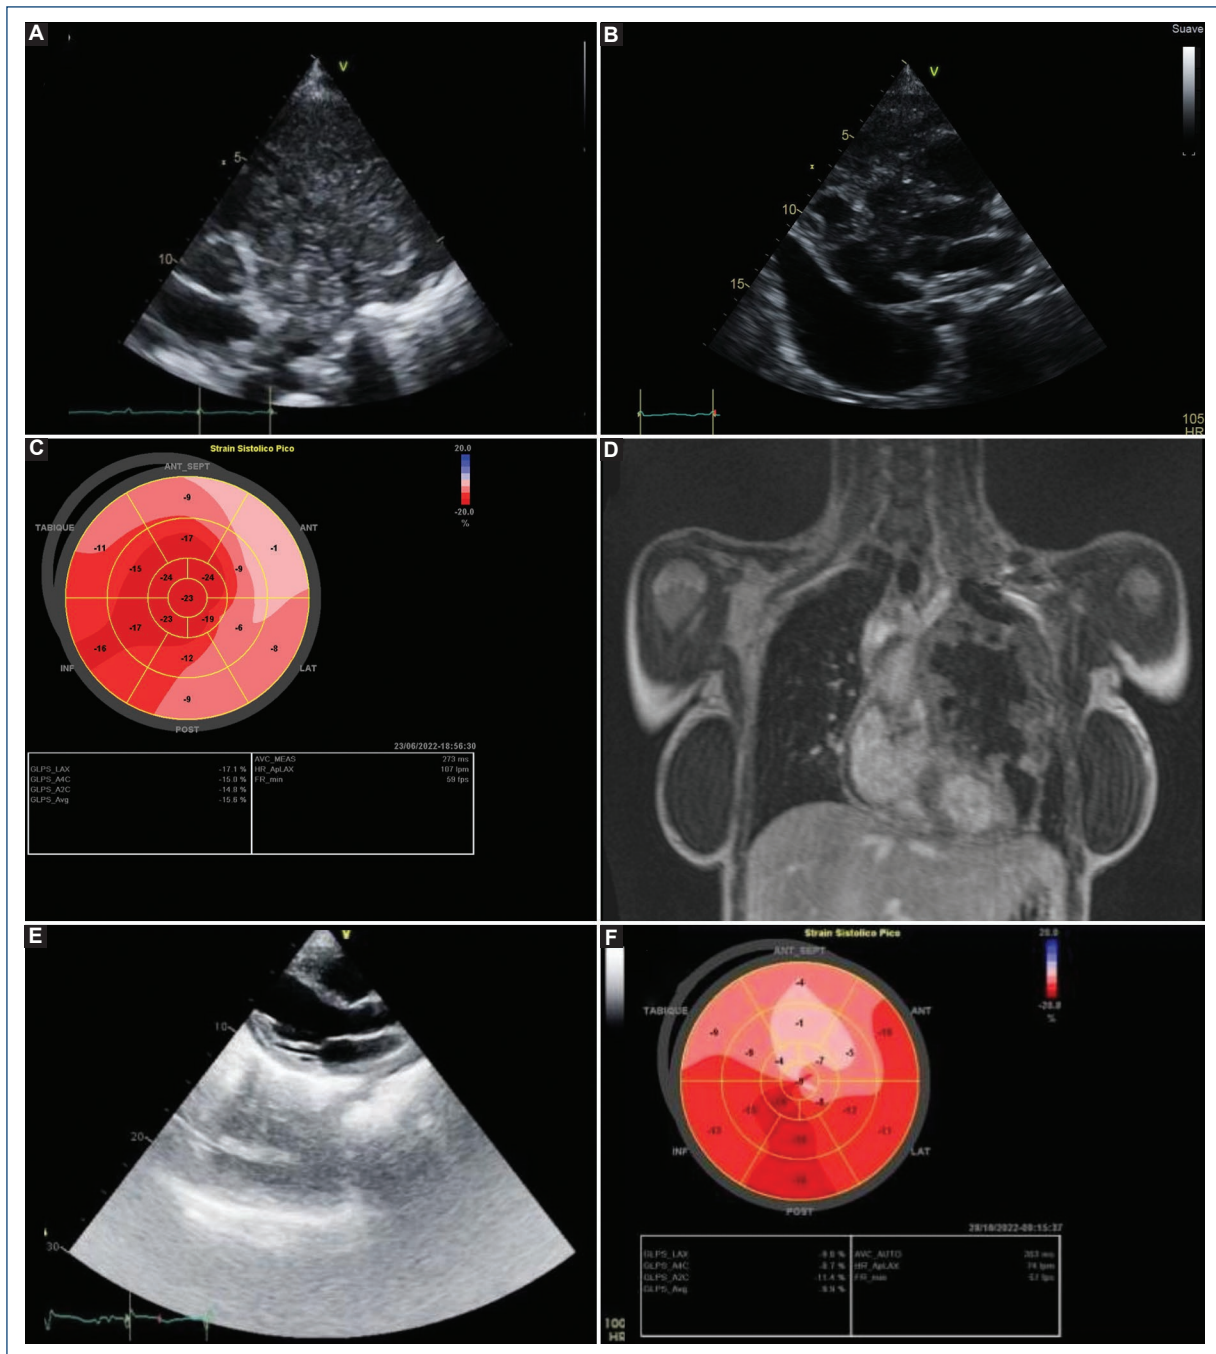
At the time of diagnosis. Transthoracic echocardiography (TTE) in the parasternal long axis view showing intracardiac mass and loculated pericardial effusion (A, B). Global longitudinal strain was -15.6% (C). Cardiac magnetic resonance imaging evidencing mass (D). Follow-up after chemotherapy. TTE in the parasternal long axis view showing effusion and mass resolution (E). GLS was -9.9% (F).
